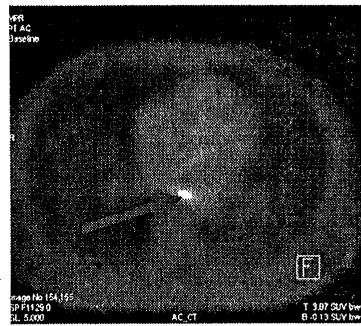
Trên PET/CT: Xác định được hạch, từ đó xác định BTV lập kế hoạch xạ trị không bỏ sót tổn thương di căn
